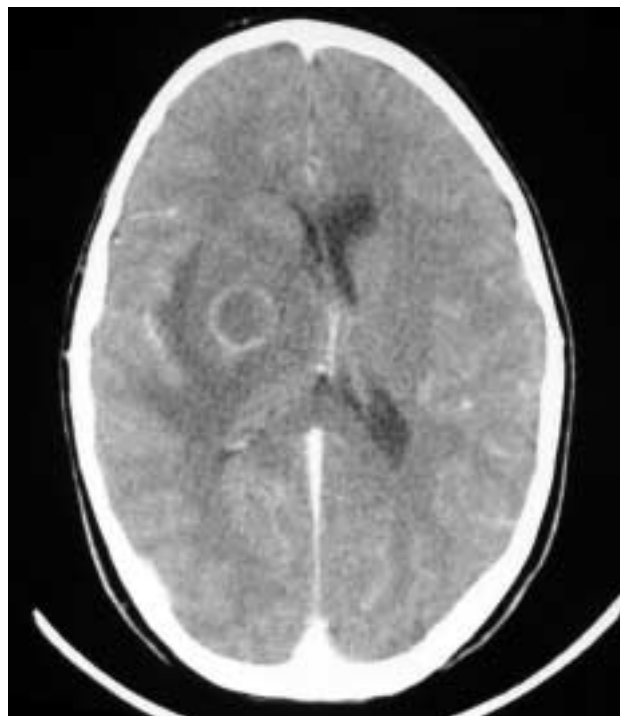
TC con contraste 22º día, se observa una captación periférica anular de contraste con lo que se sospechó un absceso cerebral.
